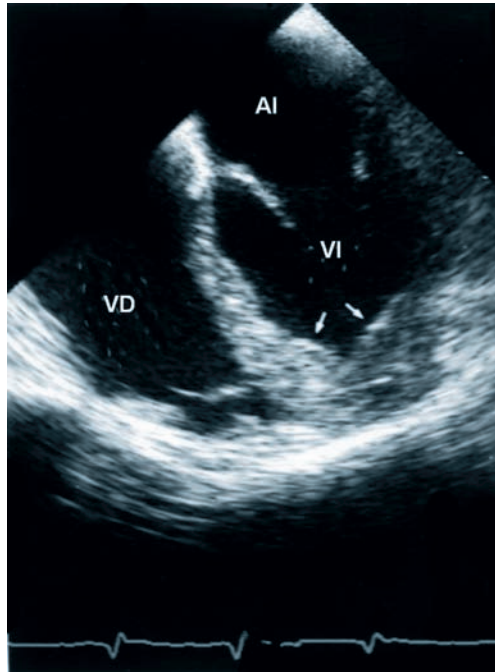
Miocardiopatía hipertrófica apical visto por ecocardiografía transesofágica. Las flechas marcan el aumento del espesor del miocardio izquierdo a nivel apical. AI: aurícula izquierda; VD: ventrículo derecho; VI: ventrículo izquierdo.
